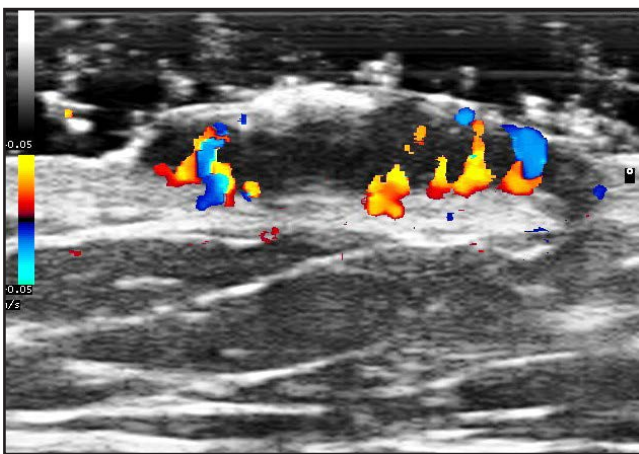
Estudio Doppler de un CBC nodular. Obsérvese la vascularización localizada sobre todo en la periferia de la masa tumoral (sobre todo en la base) característica de esta extirpe tumoral.
